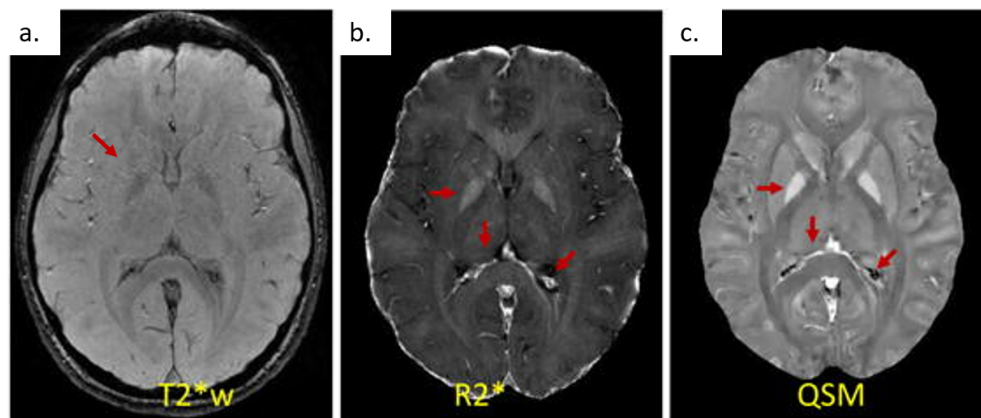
Différence de contraste entre la QSM et les techniques d'IRM conventionnelles. IRM GRE d'un sujet sain : (a) Image de magnitude pondérée en T2* (T2*w), montrant un contraste marginal des tissus dans la substance grise des ganglions (flèche diagonale), (b) la cartographie R2* et d) la cartographie quantitative de la susceptibilité (QSM), montrant un contraste substantiel dans les ganglions et un contraste clair (hyperintense) pour le fer dans le globus pallidus (flèches horizontales) et la veine (flèches verticales). La calcification dans le ventricule (flèches obliques dans c) apparaît claire (hyperintense) sur R2*, mais sombre (hypointense, soit de susceptibilité négative) sur la QSM. Figure adaptée de [59].
